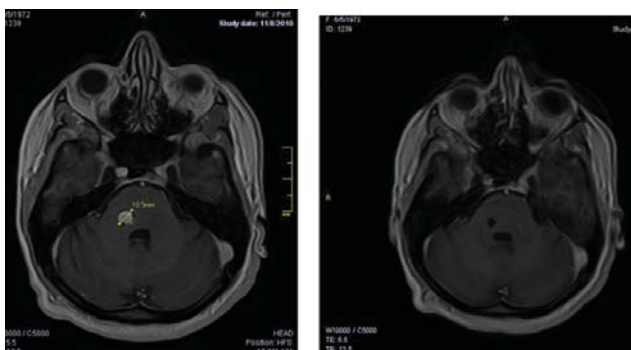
Результат лечения каверномы задней черепной ямки. МРТ T1 до лечения (слева), через 12 мес. после радиохирургии
